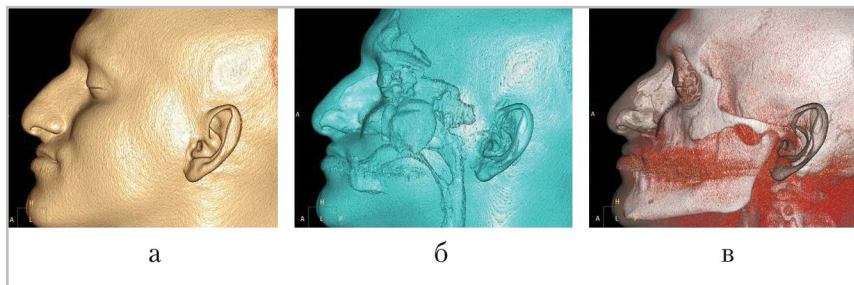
МСК-томограммы, 3D-реконструкции в мягкотканном (а), комбинированных мягкотканно-воздушном (б) и костно-воздушном (в) режимах. Типичный балкано-кавказский нос
